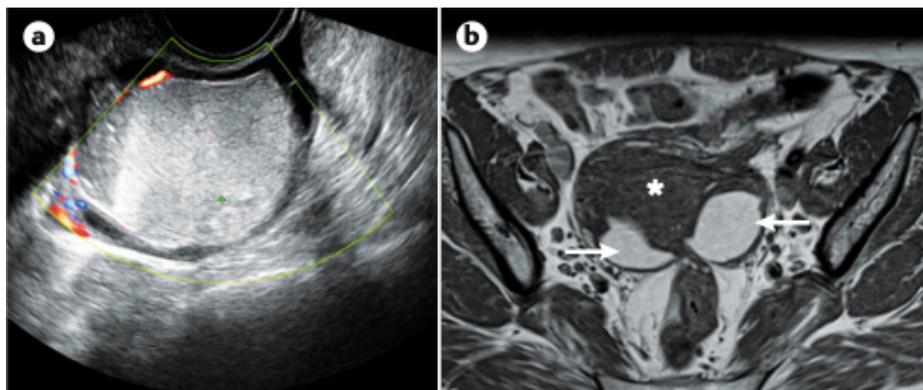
Panel a: Ecografía transvaginal Doppler de un endometrioma izquierdo con la presentación típica de vidrio esmerilado unilocular y mínima vascularización. Panel b: Resonancia magnética potenciada en T1 de una pelvis con endometrioma bilateral. Debido a su proximidad a menudo se les denomina "kissing ovaries".¹³
